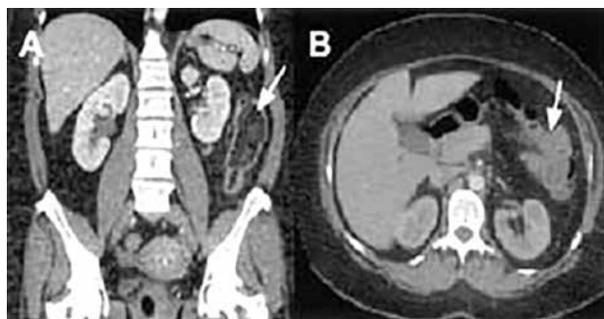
Tomografía en la invaginación intestinal.
